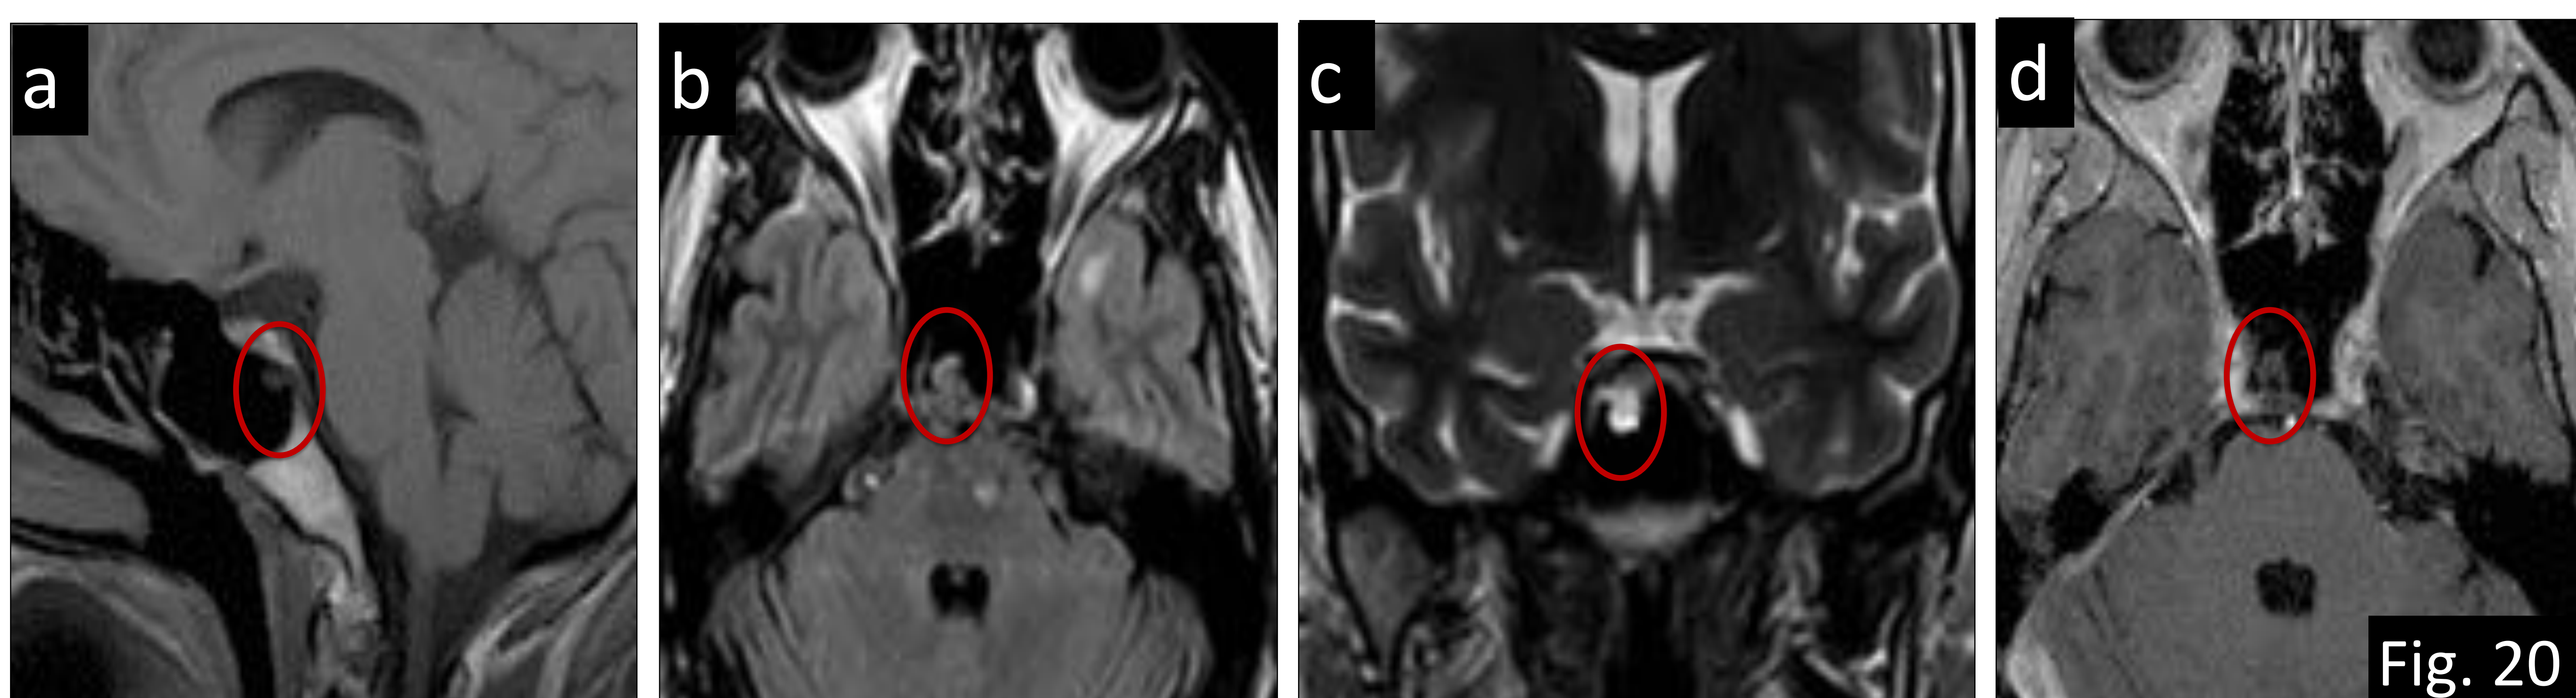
Ejemplo de variante anatómica de la normalidad que puede simular patología en el clivus. a) Sagital T1: se visualiza ecordosis fisalífora incidental en la pared dorsal del clivus (círculo). El componente intraclival es hipointenso respecto a la médula ósea normal del clivus. b) Axial FLAIR y c) Coronal T2 muestra una lesión hiperintensa con conexión intradural. d) Axial T1-Gd: la lesión no muestra captación.
